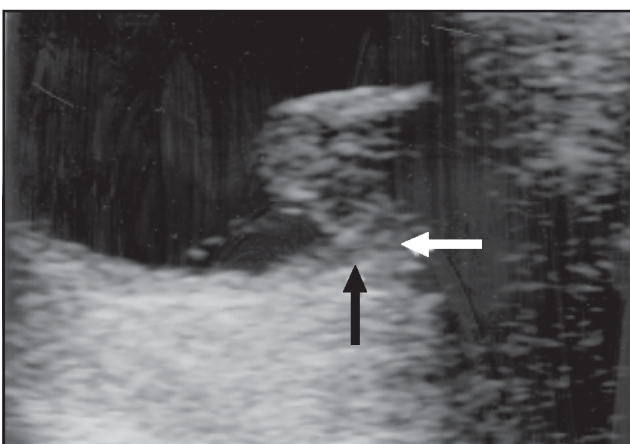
Ecografía de melanoma: signo de excavación coroidea.
